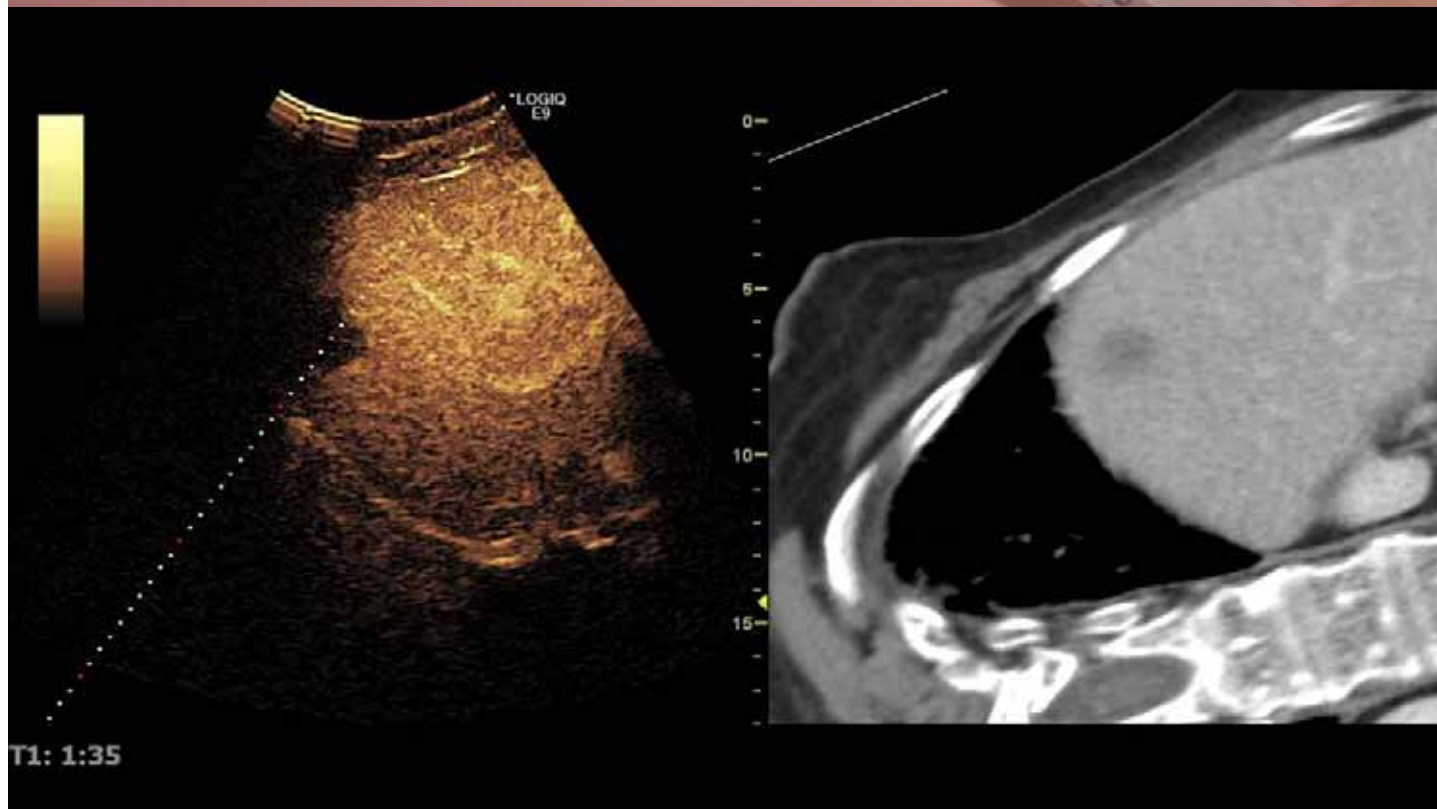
Image Fusion (IF) med CT og CEUS viser metastaser lige under diafragma der på CEUS billedet delvis dækkes af luftartefakter fra lungerne. Punkturlinjen etableres m.h.p. IF-vejledt mikrobølgeablation af metastasen. CEUS billedet er aktivt og "styrer" det tilsvarende billedplan i en tidligere CT-skanning som vises simultant i venstre side af billedet. Dynamiske fordele ved UL og CEUS kombineres med oversigtsfordelene ved CT skanningen.
